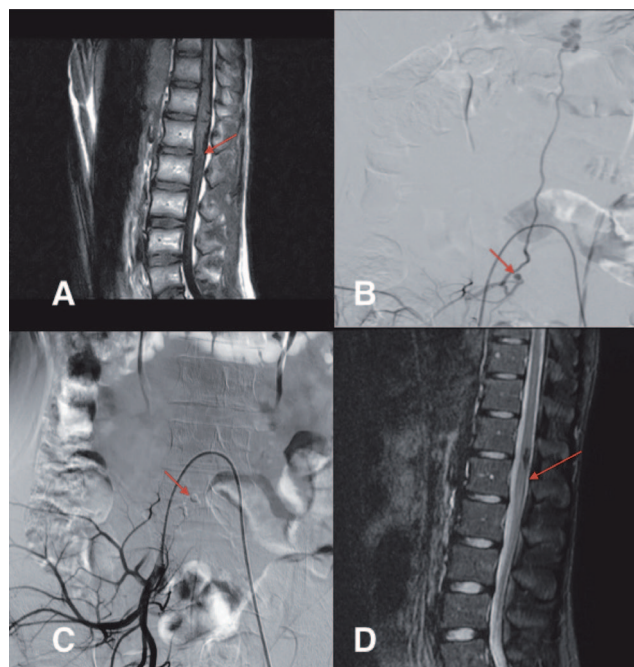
33 years-old male with SDAVF of the conus medullaris, which manifest with leg weakness and erectile dysfunction. After 6 months he deteriorated to severe paraparesis, paresthesia of the both legs and perineum, urinal and fecal retention. Diagnosis was proven with MRI (A, arrow) and spinal angiography (B), which also revealed associated aneurysm (B, arrow). Patients underwent endovascular embolization with complete SDAVF and aneurysm occlusion (C, arrow). Postoperative period was associated with significant neurological improvement with reduction of urinal and defecation disturbances and residual slight right leg paresis. Follow-up MRI showed no signs of SDAVF (D, arrow)
